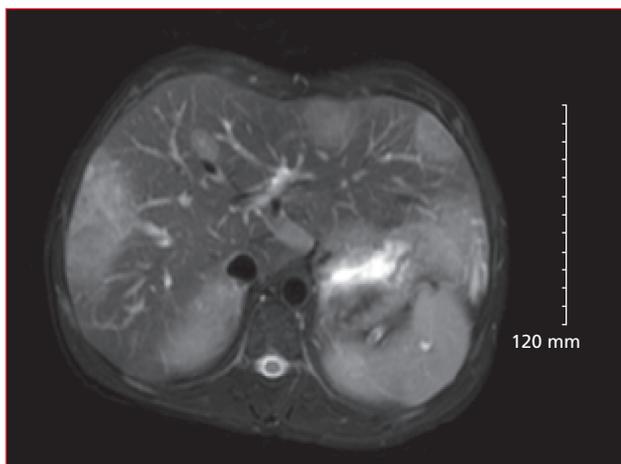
• IRM hépatique : adénomes hépatiques de grande taille chez un patient adulte atteint de glycogénose de type 1a (équilibre métabolique médiocre à l'adolescence).
